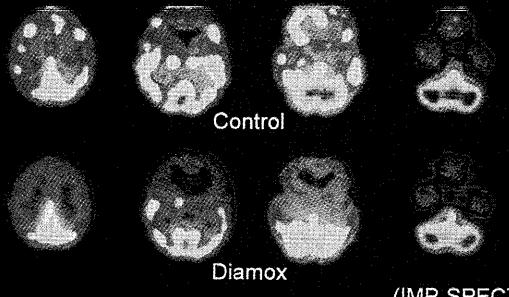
は、左内頸動脈狭窄症例の IMP SPECT である。コントロール時には明かな血流低下は認められないが、ダイアモックス負荷では左中大脳動脈領域に血流低下が認められる。
